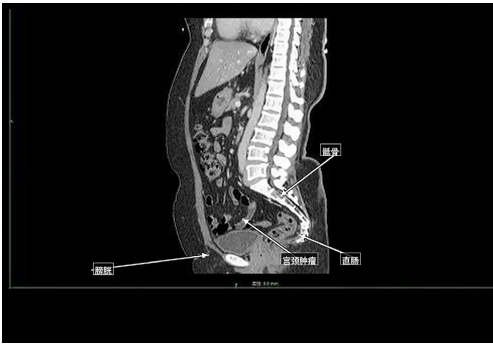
Sagittal CT scan of the abdomen and pelvis showing a large, irregularly margined soft-tissue mass involving the cervix and lower uterine segment, corresponding to the 4 cm cervical mass identified on clinical palpation. The tumor distorts the local pelvic anatomy and lies adjacent to the bladder base, with the anatomical margin between the cervix and sacrum also demonstrated
